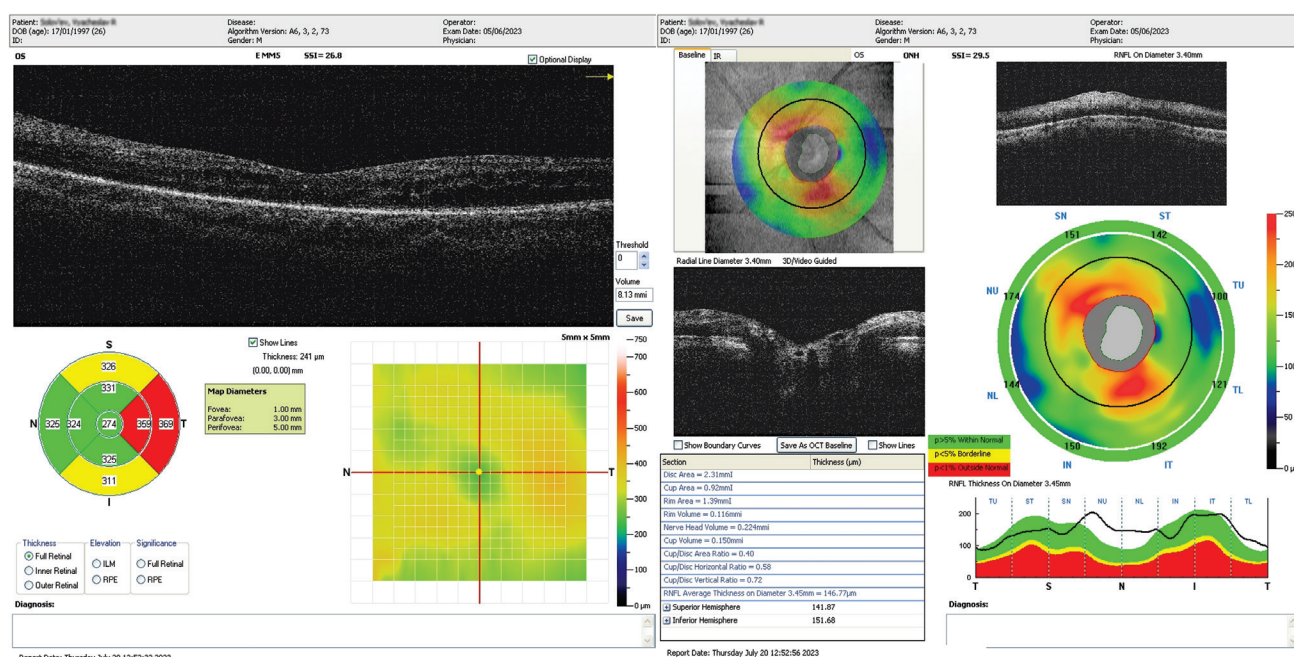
Оптическая когерентная томография макулярной зоны и диска зрительного нерва левого глаза
